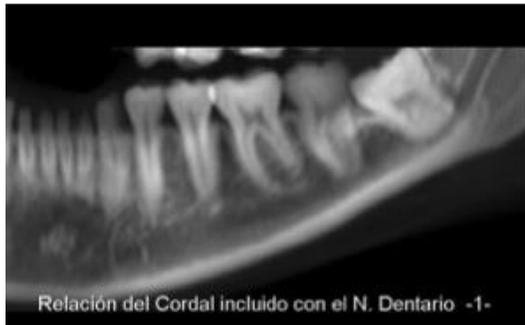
Comparación de una ortopantomografía y una tomografía 3D.
